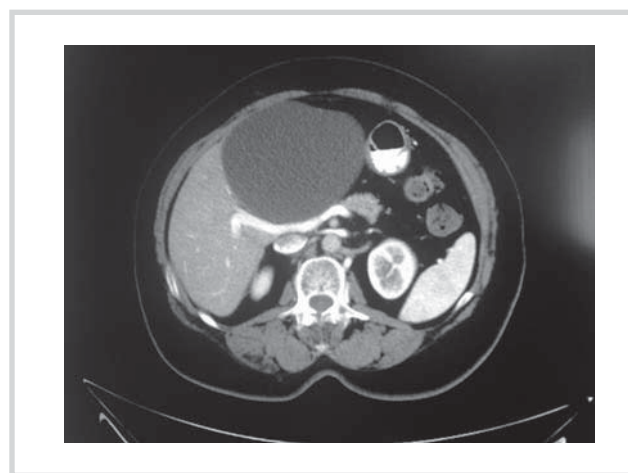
Спиральная компьютерная томограмма больной К. Киста печени, замещающая II и III сегменты, сдавливающая печеночные вены.
